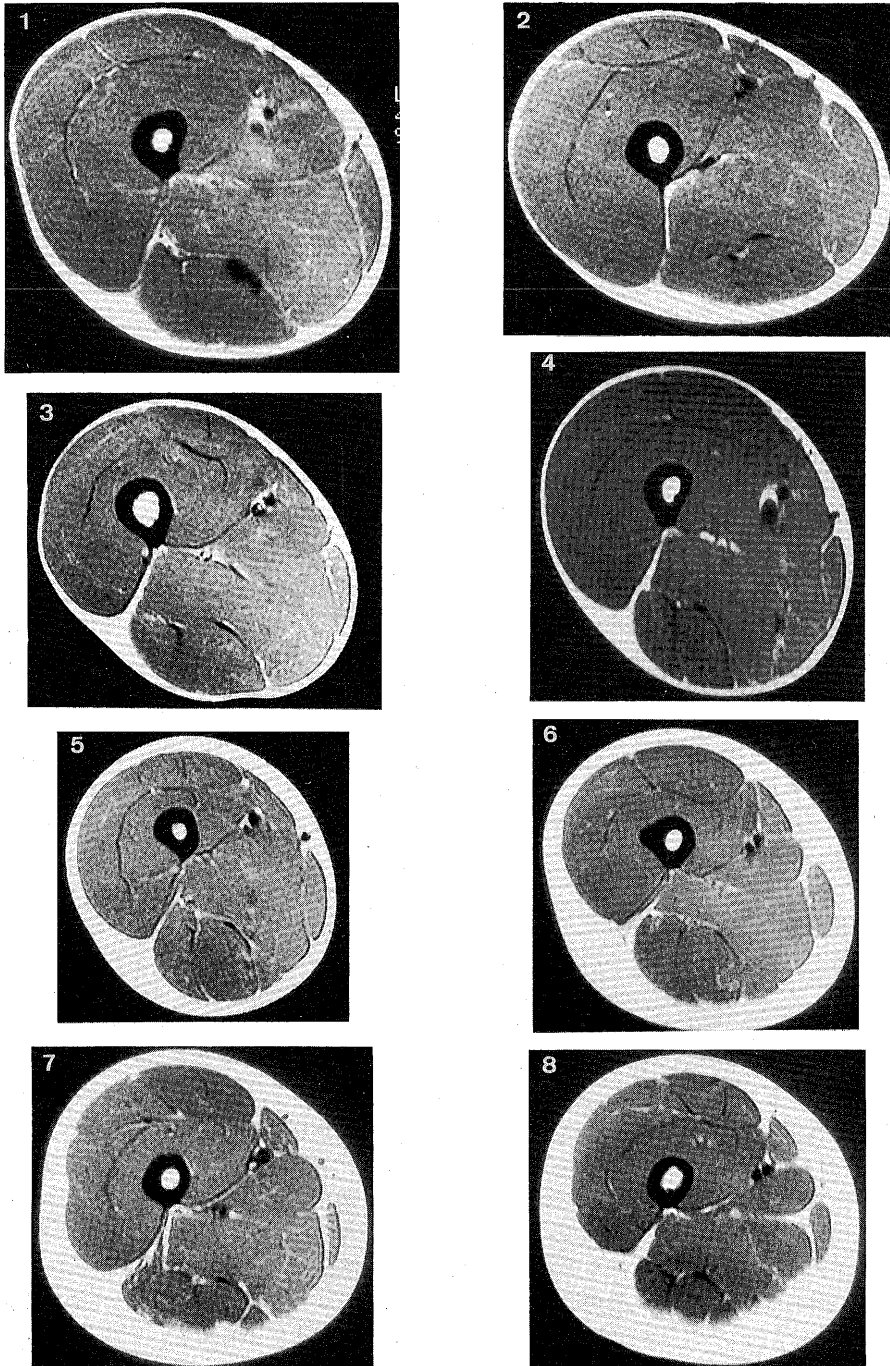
MR imaging of thigh in various elite athletes and control subjects. 1 Judo (world champion, male), 2 Volleyball (all Japan, male), 3 T & F (jump; Japanese record holder, male), 4 Ski jump (Olympic 4th, male), 5 T & F (middle distance, inter college champion, female), 6 T & F (heptathlon, inter college champion, female), 7 Control (male), 8 Control (female)
